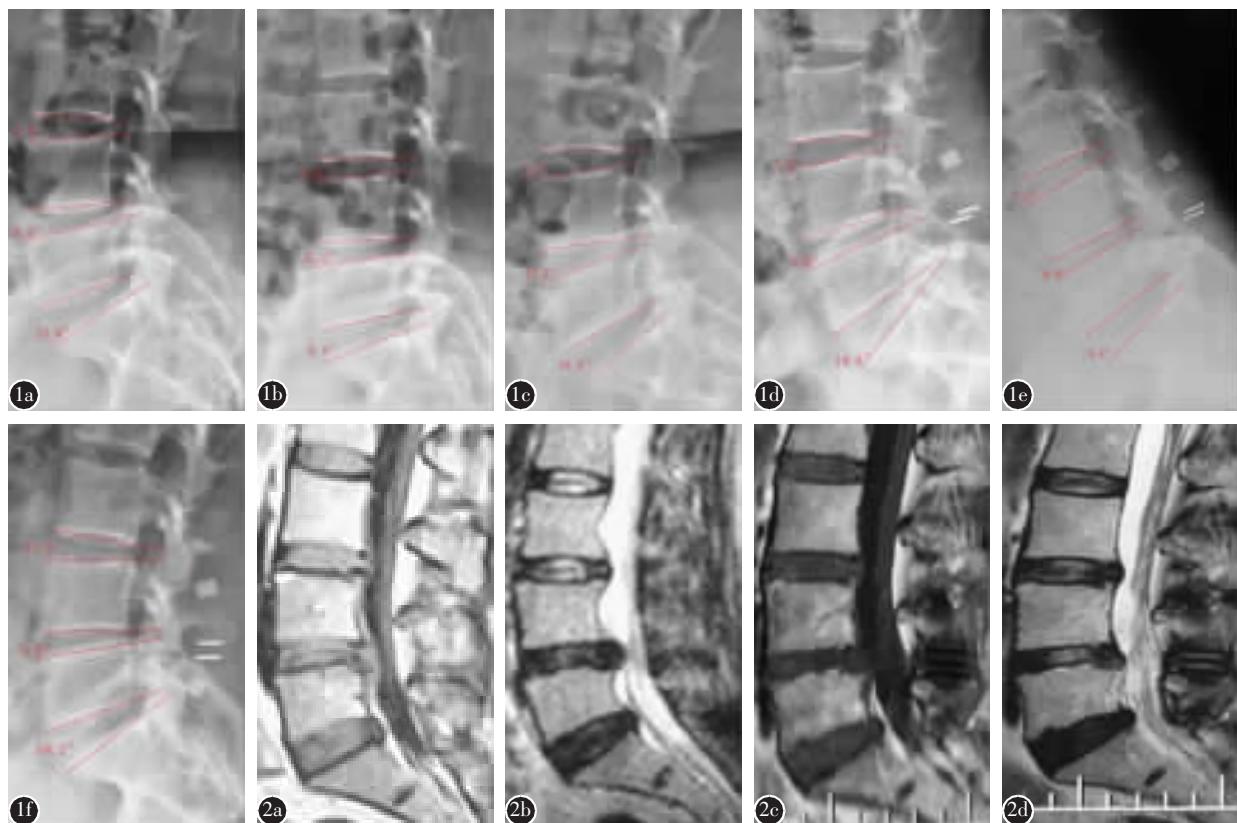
2 患者女,48岁,腰背部及右下肢疼痛1年,加重1个月 1a~c 术前侧位、过屈、过伸位X线片示手术节段屈伸活动度增大,过伸位 Cobb 角增大,而上下邻近节段无明显增大,腰椎无明显滑移、压缩骨折及骨质疏松 1d~f 术后49个月侧位、过屈、过伸位X线片示手术节段屈伸活动度、过伸位 Cobb 角均较术前明显减小,上、下位邻近节段屈伸活动度、过伸位 Cobb 角均较术前增大,而手术及上下邻近节段侧位、过屈位 Cobb 角与术前比较差异较小 2a~d 分别为术前、术后49个月MRI T1、T2加权相,示术后49个月手术节段椎间盘高度比术前稍高,上下邻近节段椎间盘高度与术前比较无明显变化,以上位正常椎间盘为对照,可见手术节段术后49月与术前比较椎间盘信号有明显改善,而上下邻近节段均无明显退变加重
